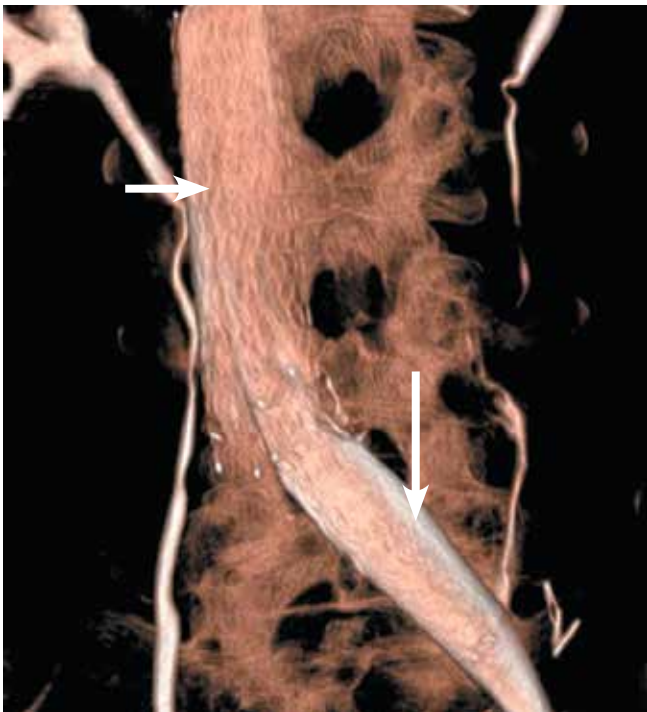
Мультиспиральная компьютерная томография. Визуализированы 2 стента (указаны стрелками) в проекции нижней полой вены и левой общей подвздошной вены
